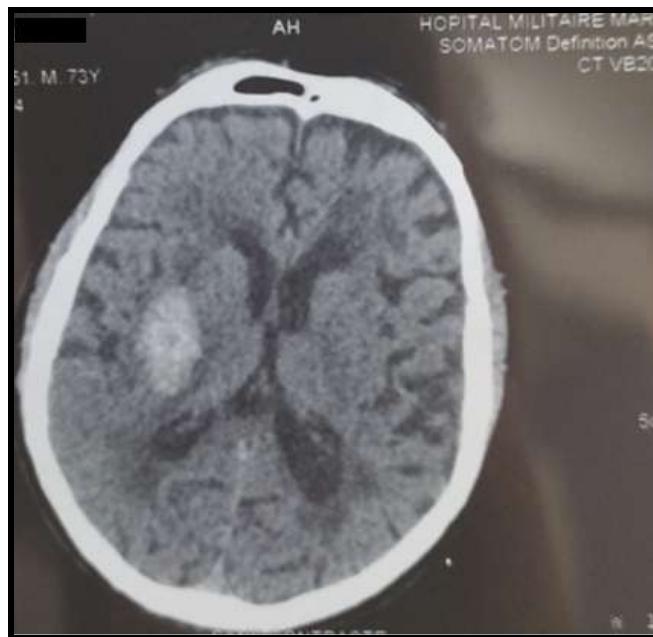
Figure n ° 53 : TDM cérébrale en faveur d'AVC H capsulo lenticulaire droit
